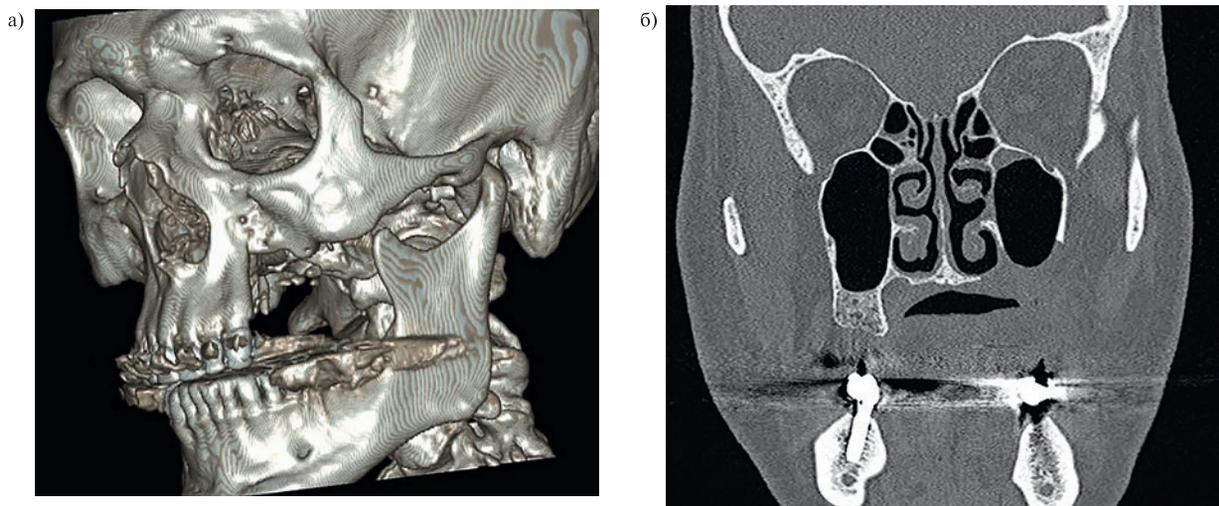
Компьютерная томография лицевого черепа через 6 месяцев после оперативного лечения
